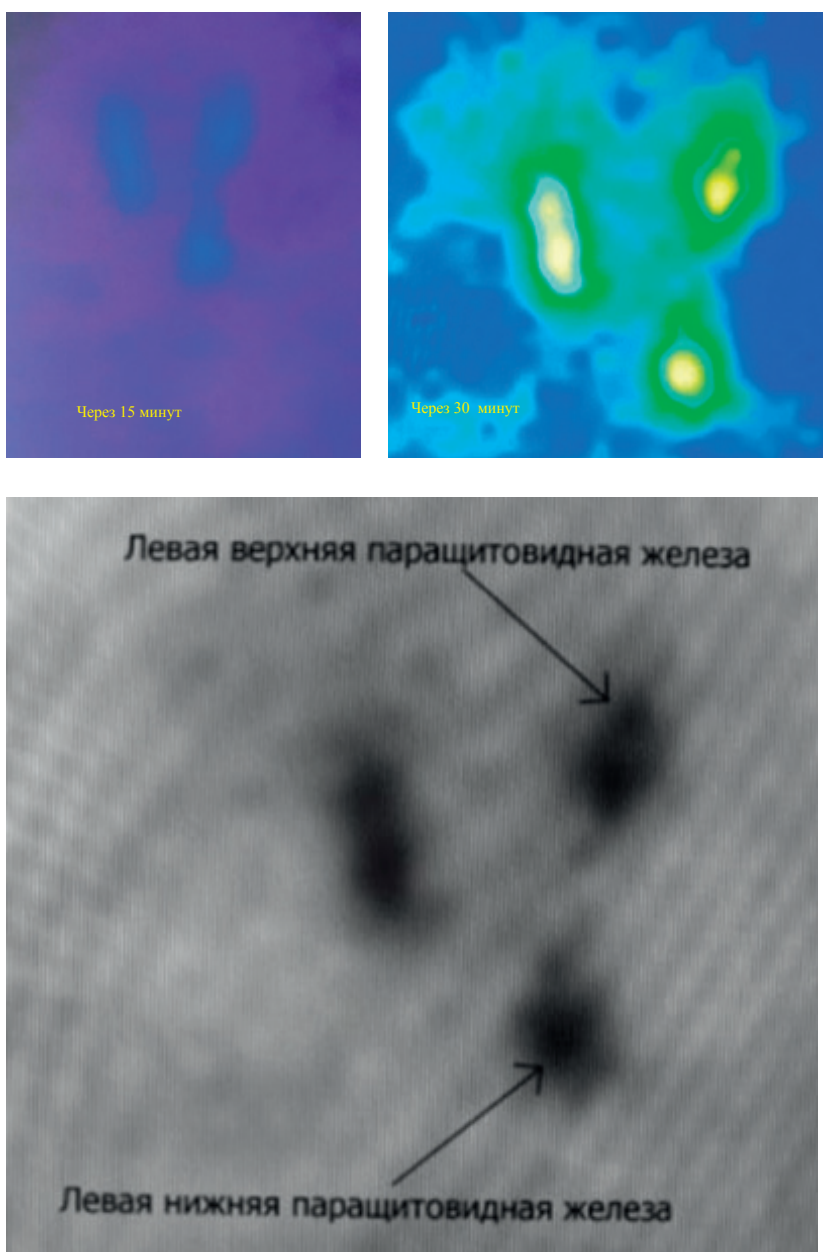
Сцинтиграфия паращитовидных желез
